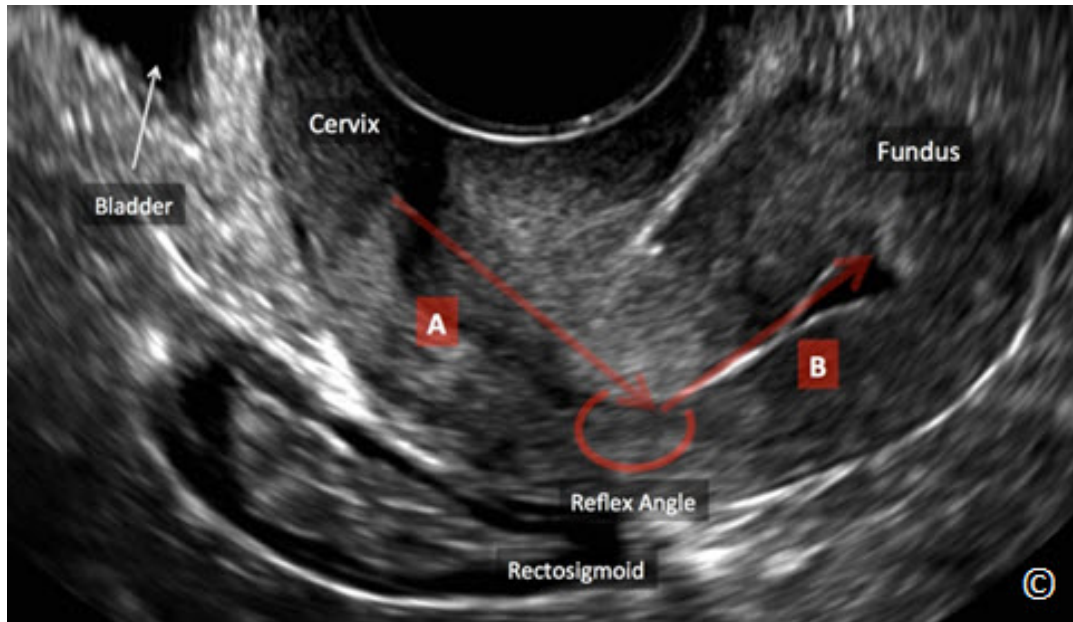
Ultrasonido transvaginal de un útero en retroflexión. Obsérvese el ángulo de flexión $> 180^\circ$ entre el segmento uterino inferior (istmo/cervix) (A) y la parte del fondo uterino (B). El fondo uterino está cerca del rectosigmoide (rotulado). Nótese la ubicación de la vejiga (rotulada).
